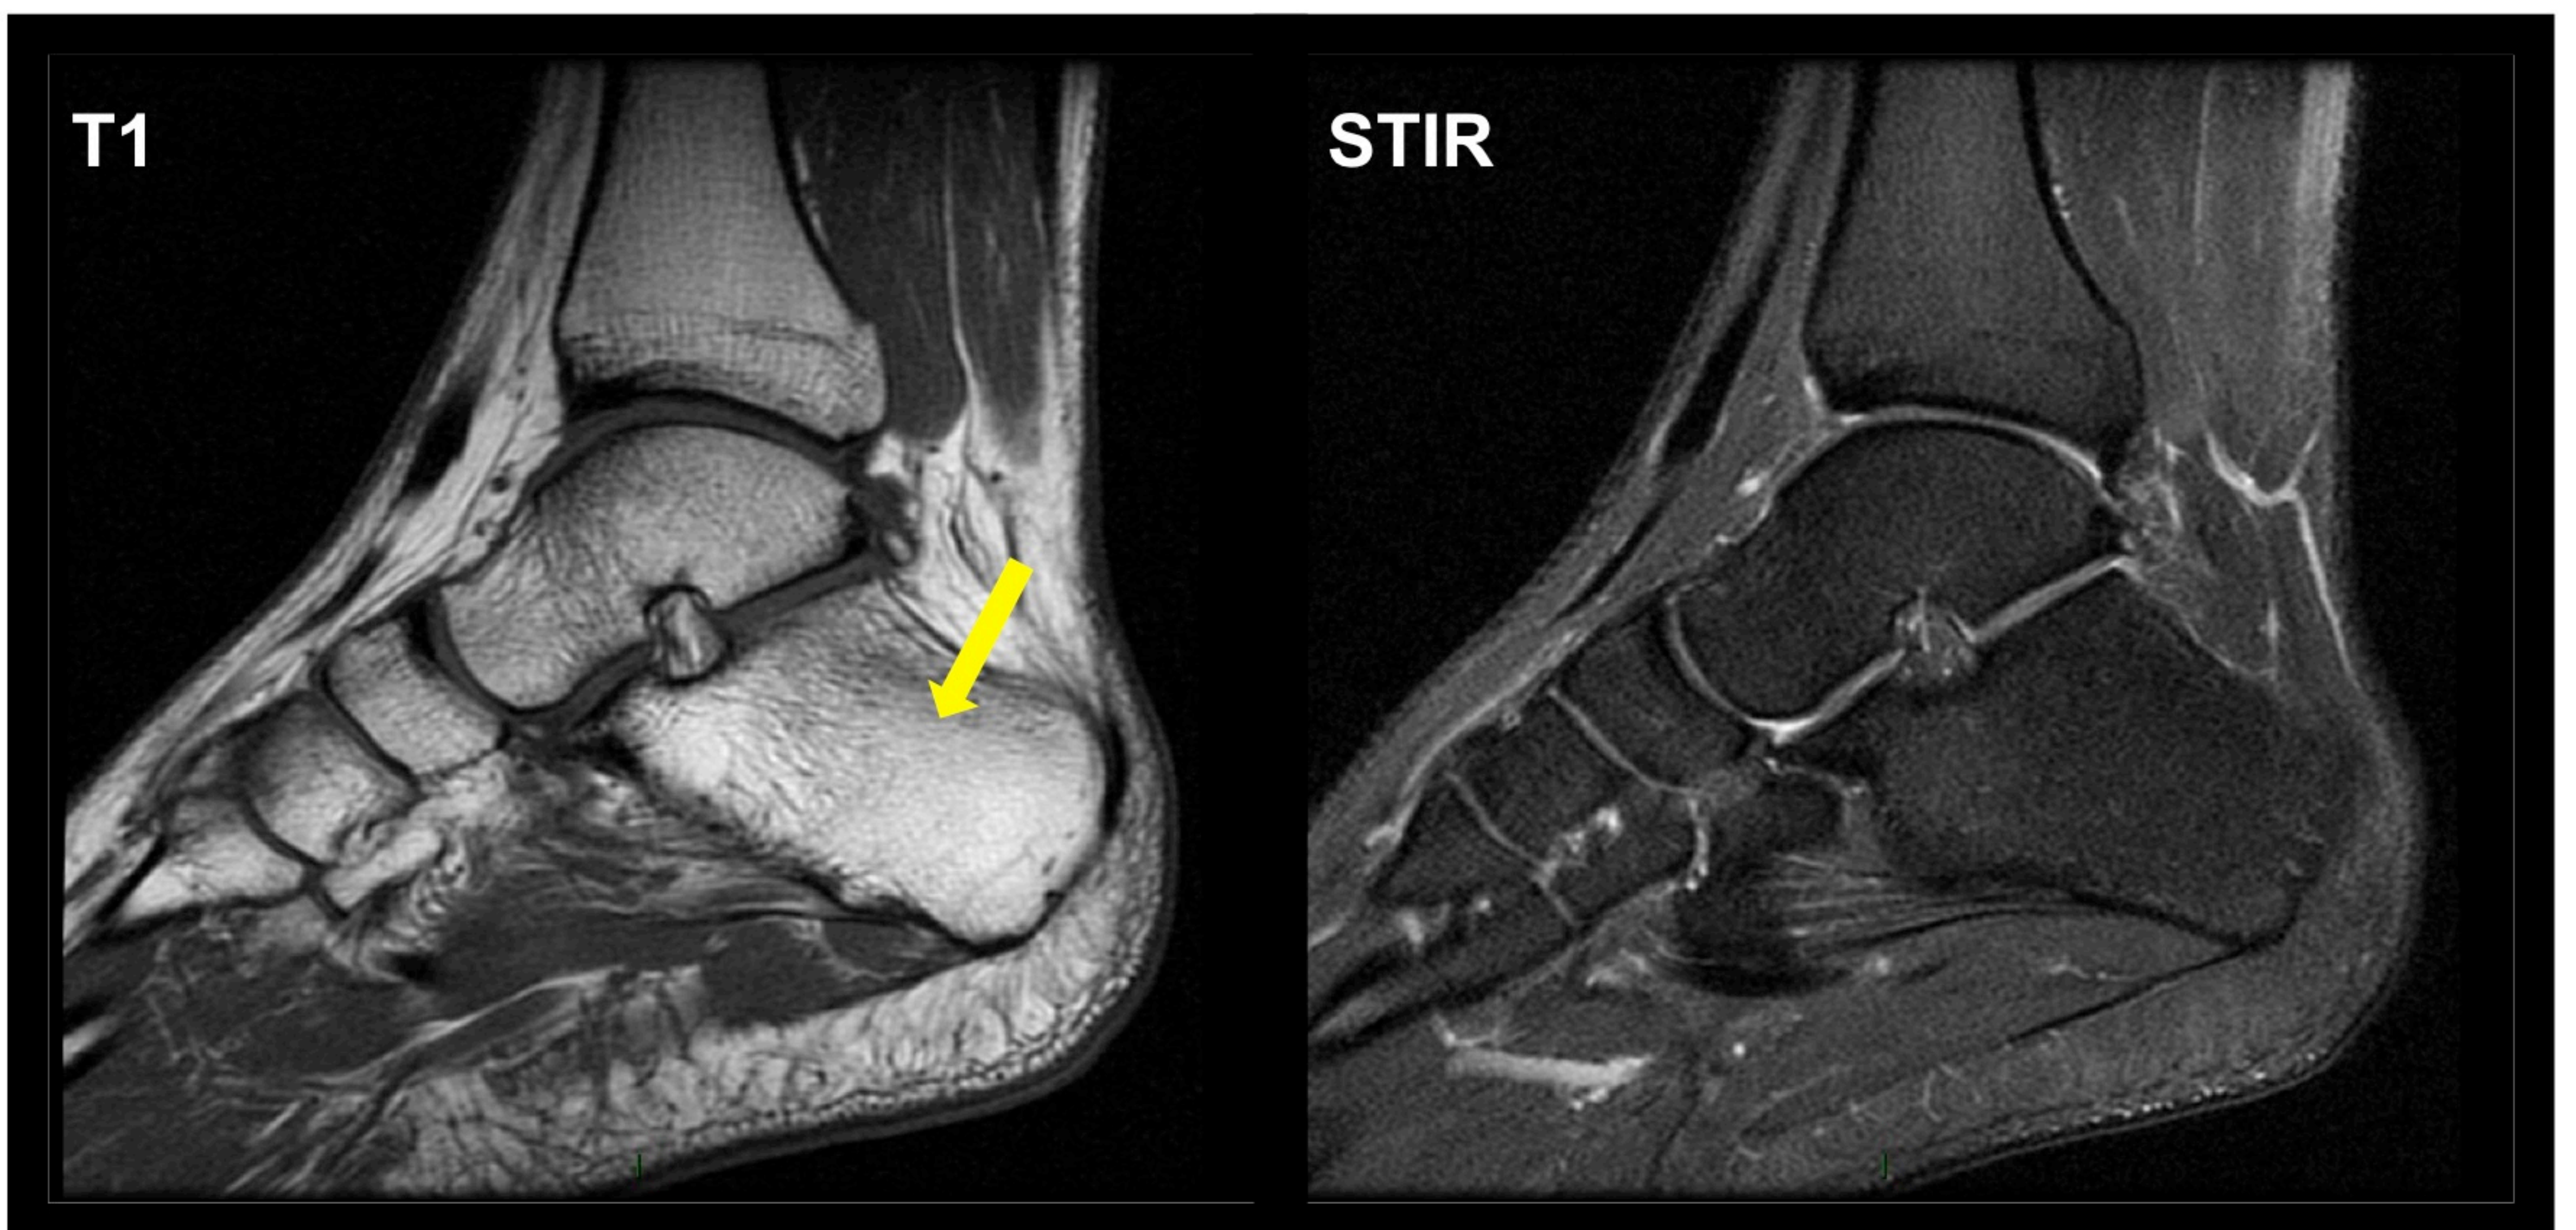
RM de tobillo. Se observa MOA hipertintensa en T1, con anulación de su señal en secuencia STIR.
